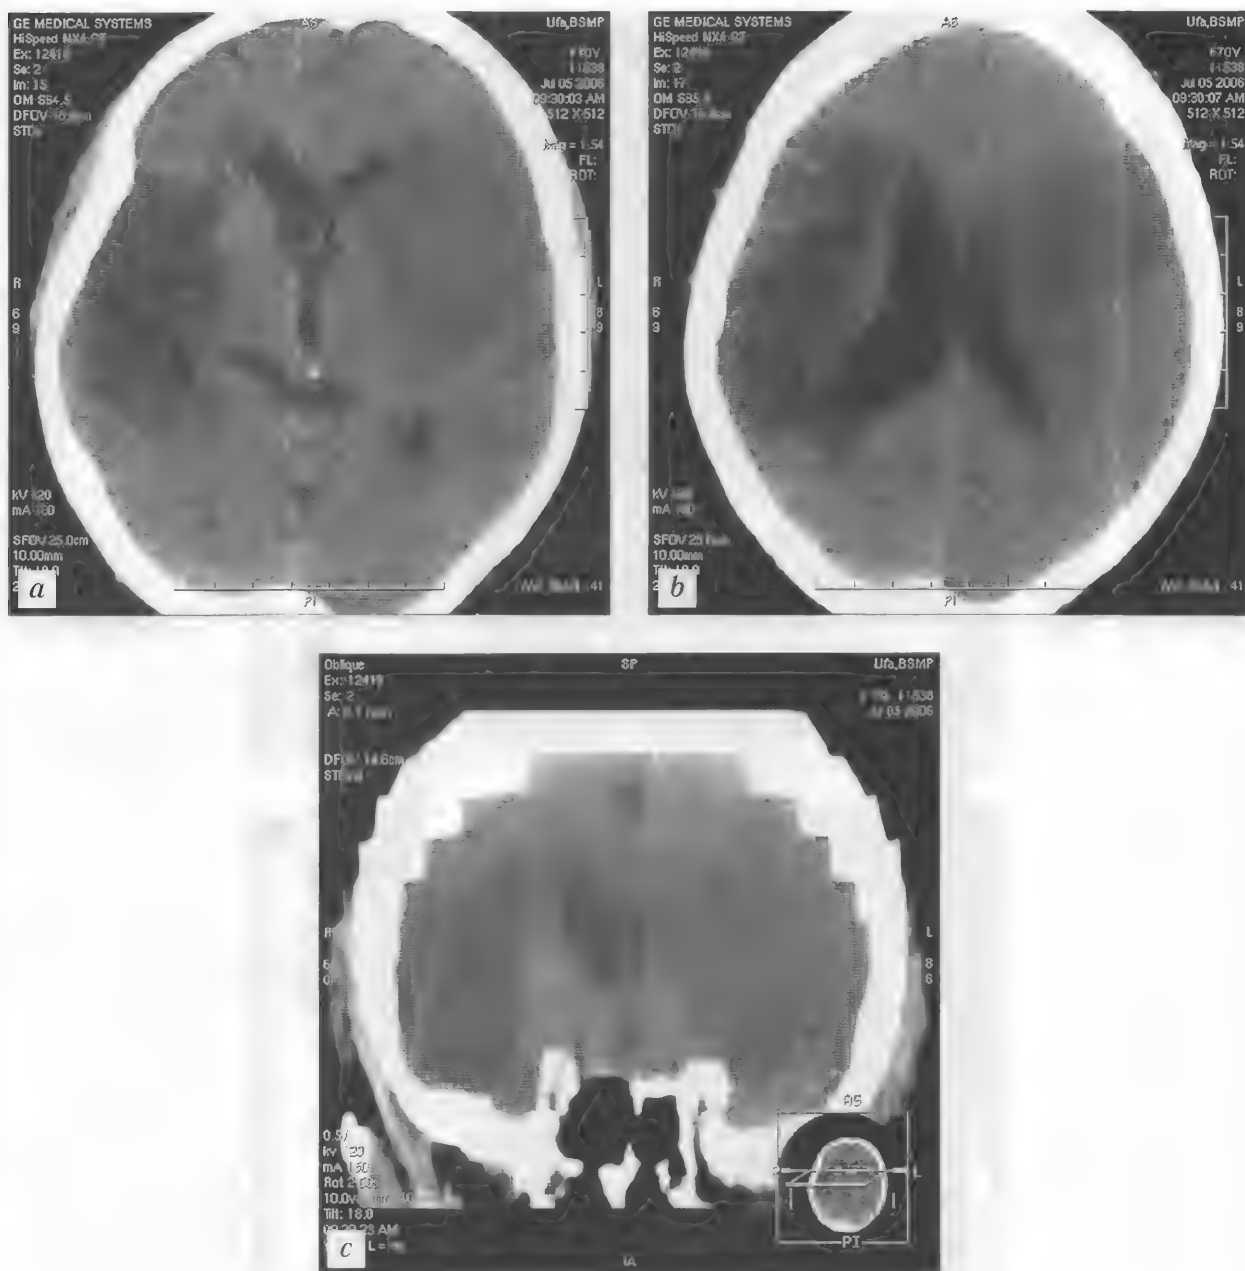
Больная М., 70 лет. Постишемическая киста в правой теменно-височной области. Повторный ишемический инсульт в системе кровоснабжения левой средней мозговой артерии (острый период). КТ (неконтрастная) — а—с
